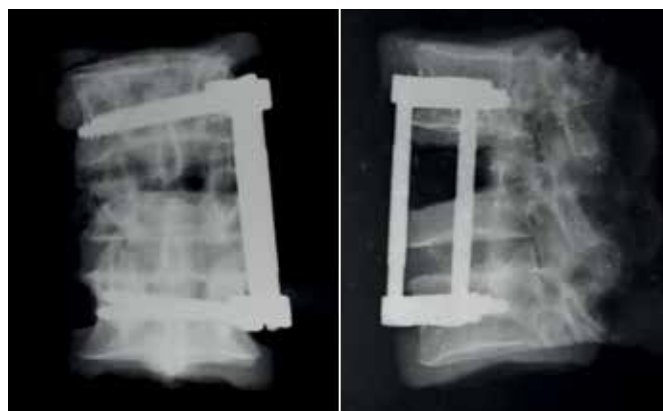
Рентгенограммы анатомических препаратов Th12-L2 в двух проекциях после проведения нагрузочных тестов
